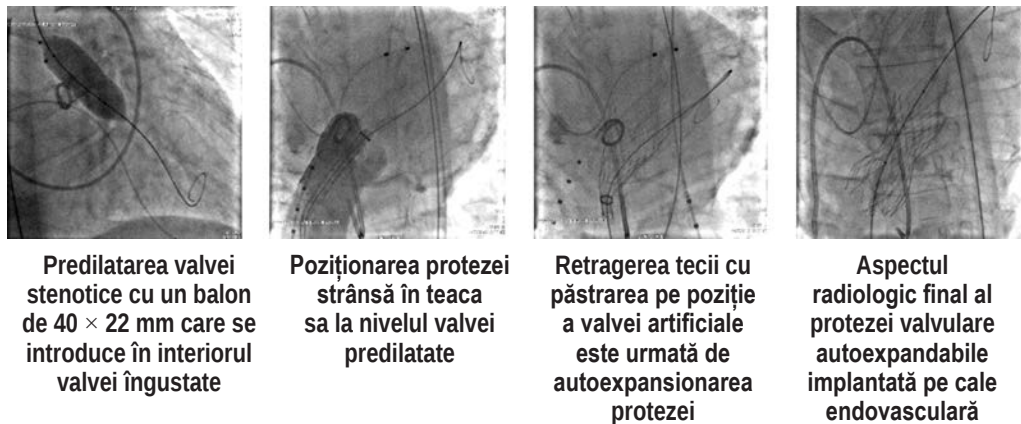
Vizualizarea radiografică a TAVI
